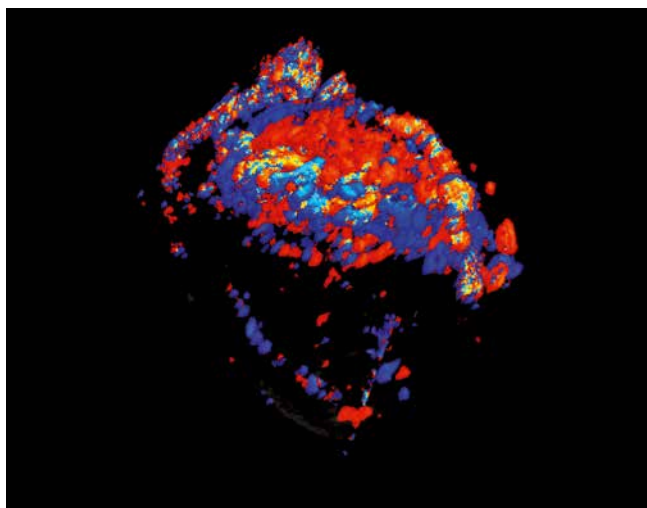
3D ultrasound scan. Three-dimensional reconstruction of the vasculature of the suspicious lesion located in the upper pole of the left testis allows for the determination of its precise topography
